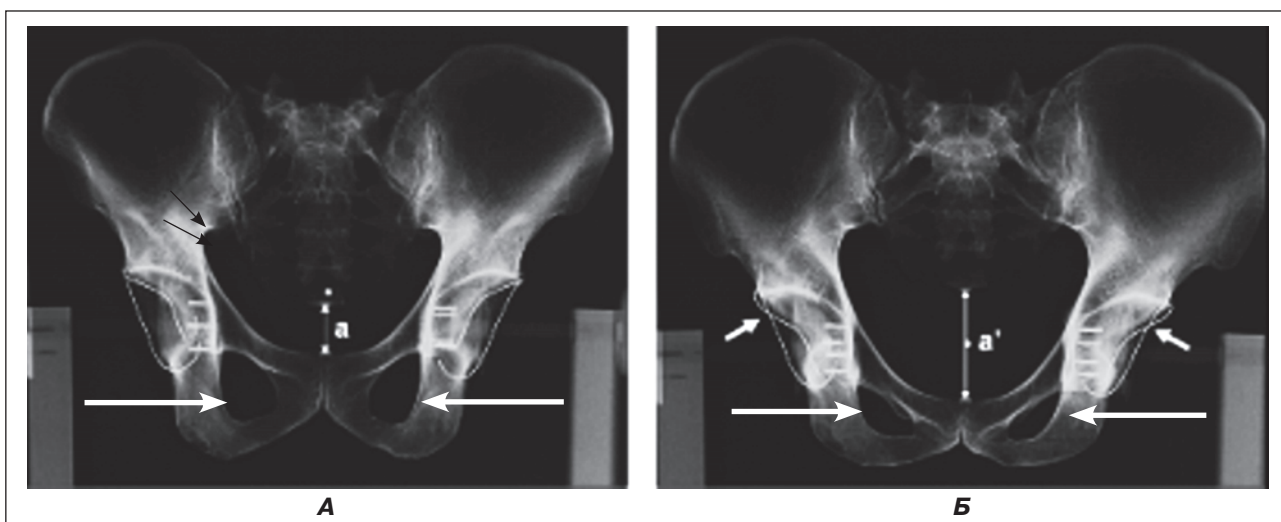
Положення тазових кісток відносно горизонтальної площини при різних варіантах укладки при рентгенологічному обстеженні кульшових суглобів у пацієнтів із дитячим церебральним паралічем: А – коректна укладка; Б – некоректна укладка (пояснення в тексті)
